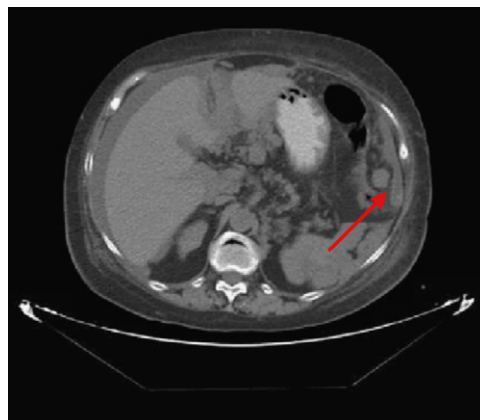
En la tomografía axial computarizada abdominal se puede visualizar la masa suprarrenal izquierda (flecha).
